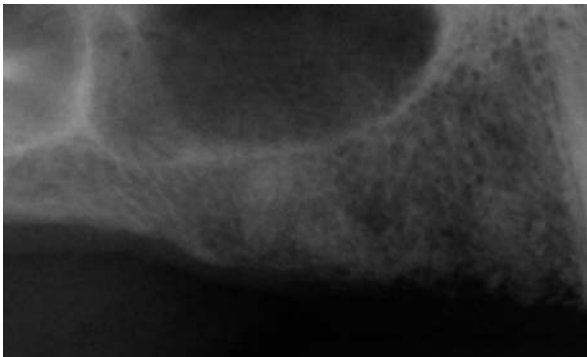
Radiografía periapical previa a la colocación de implantes, 5 meses después de las extracciones.
